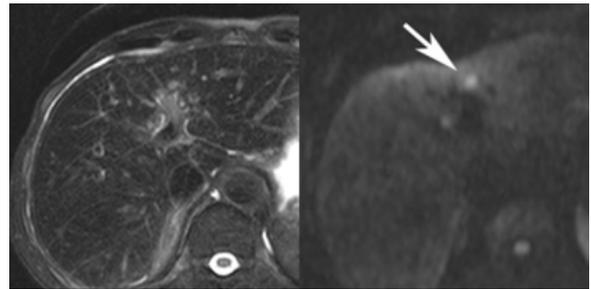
MRI の T2 強調画像(左)と拡散強調画像(右)の同一断面。T2 強調画像では詳細な情報が得られるが、肝転移(→)の同定には拡散強調画像がわかりやすい。
